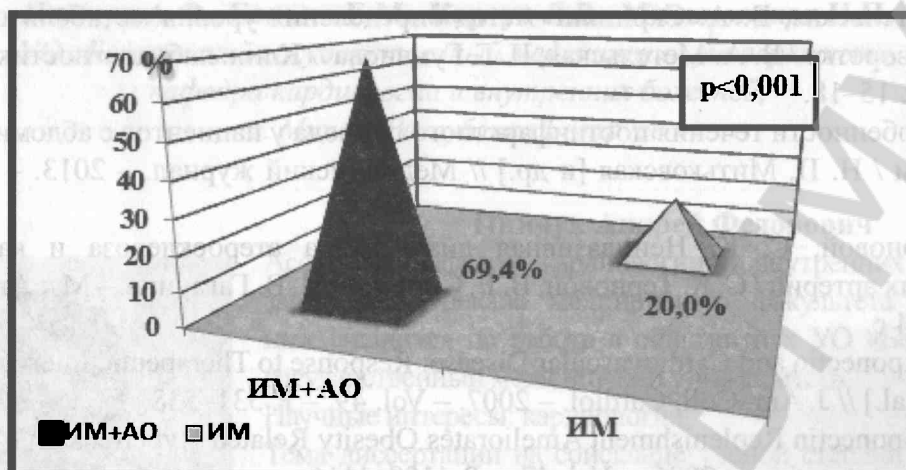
Удельный вес лиц с постинфарктным кардиосклерозом, имеющих многососудистое гемодинамически значимое атеросклеротическое поражение коронарных артерий по данным КТ – коронарографии
